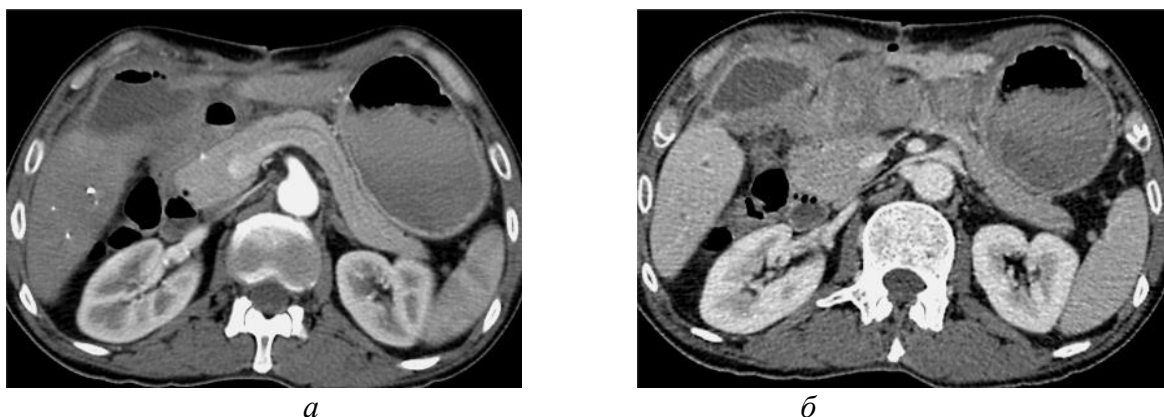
МСКТ брюшной полости с контрастным болюсным усилением пациента М., 38 лет. Множественные межплевральные скопления воспалительной жидкости.
